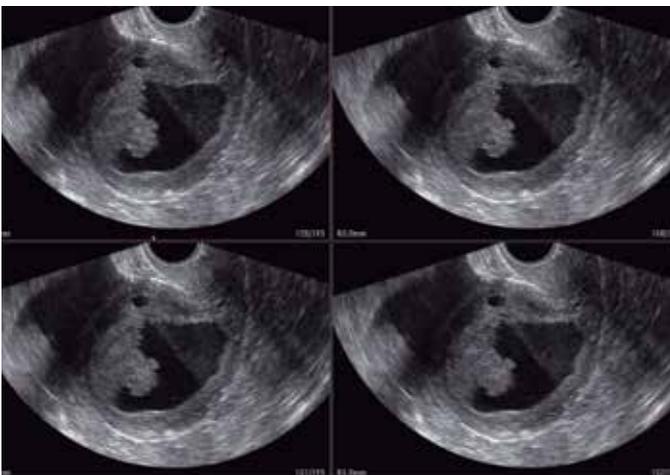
Aquisição sagital do útero, Ultrassonografia 3D, Multi slice view capturado em intervalos de 0,6 mm (mínimo) com aquisição de 319 frames evidenciando do frame 159 ao 162, evidenciando hematometra( ecos de baixa amplitude) e endométrio espessado e irregular . Anatomopatológico confirmou um câncer de endométrio.
